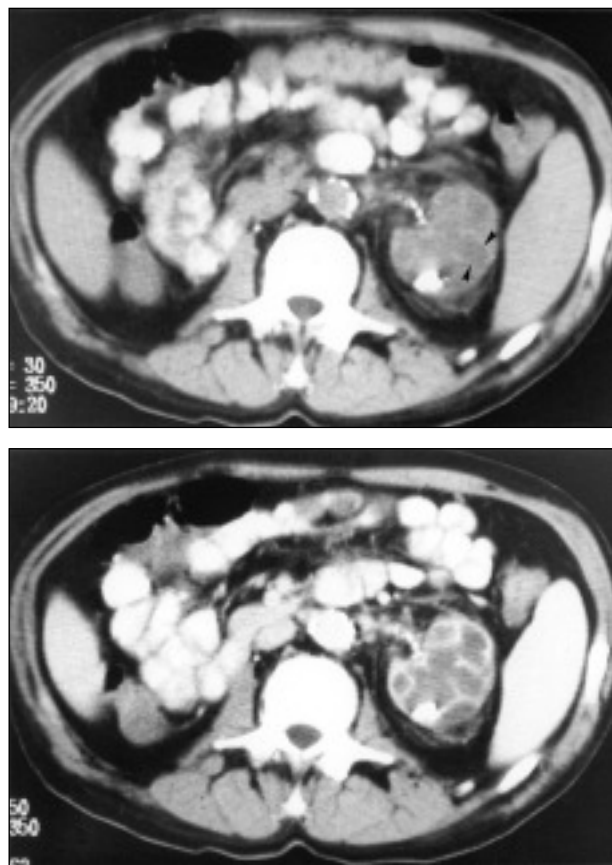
a) Sección de tomografía axial computerizada en la que se observa un riñón izquierdo con calcificaciones en la periferia y en la zona de la pelvis. Se aprecian áreas discretamente hipodensas que abarcan prácticamente todo el área renal (cabezas de flecha). b) Sección al mismo nivel tras la administración de contraste endovenoso en la que se observa con mejor detalle las cavidades que afectan al riñón, características de la pielonefritis xantogranulomatosa.
